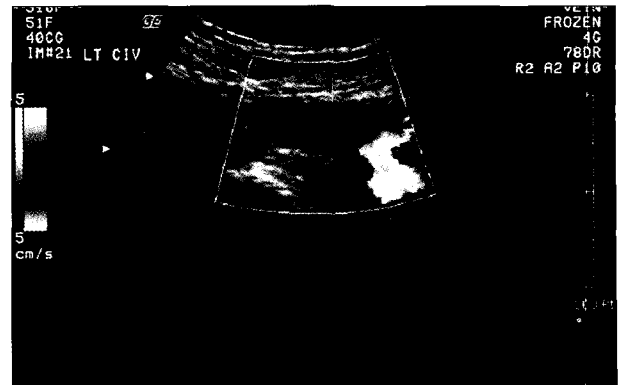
Color doppler of Lt. iliac vein. The blood flow stop in the Lt. iliac vein.
